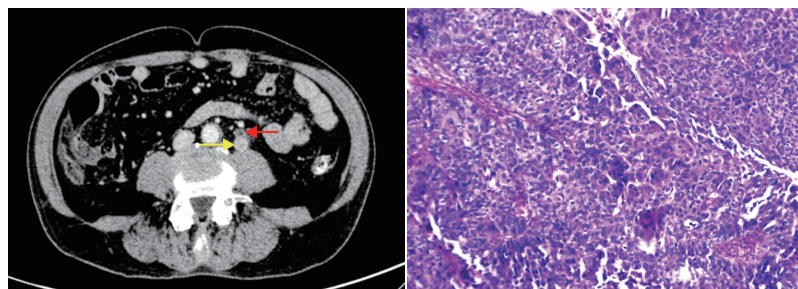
腹部增强CT图示左侧下输尿管广泛实性软组织(黄色箭头示),左侧上输尿管扩张(红色箭头示)
